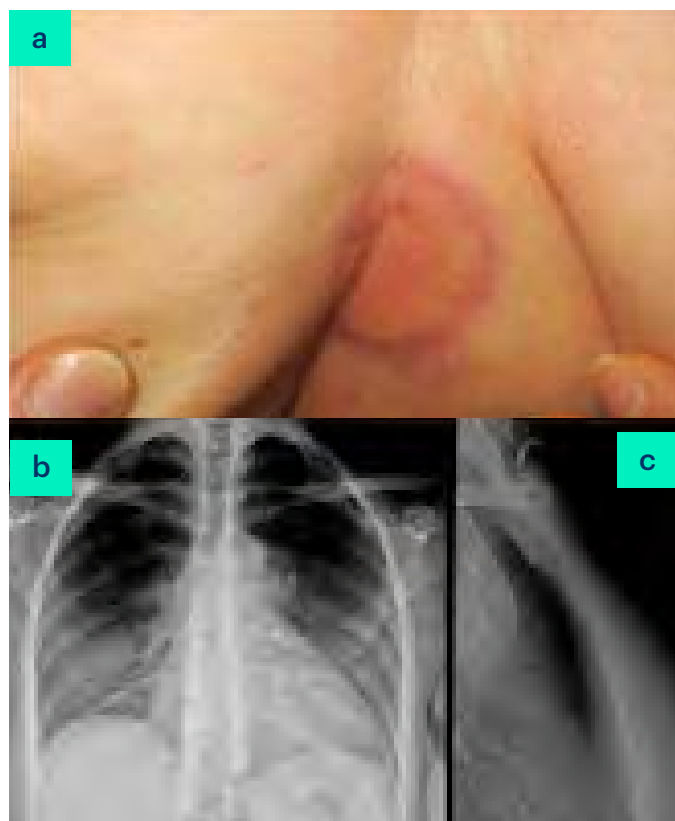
a) Lesión cutánea en región esternal. b y c) Radiografía de torax en proyección anteroposterior y lateral.
